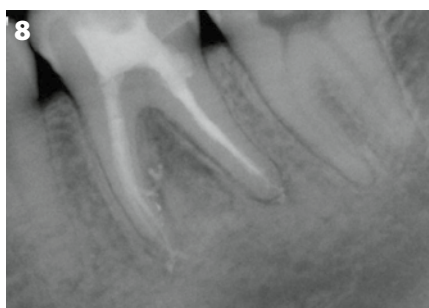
Röntgenbild bei der Kontrolluntersuchung 6 Monate nach dem Einsetzen einer Vollkeramikkrone.
